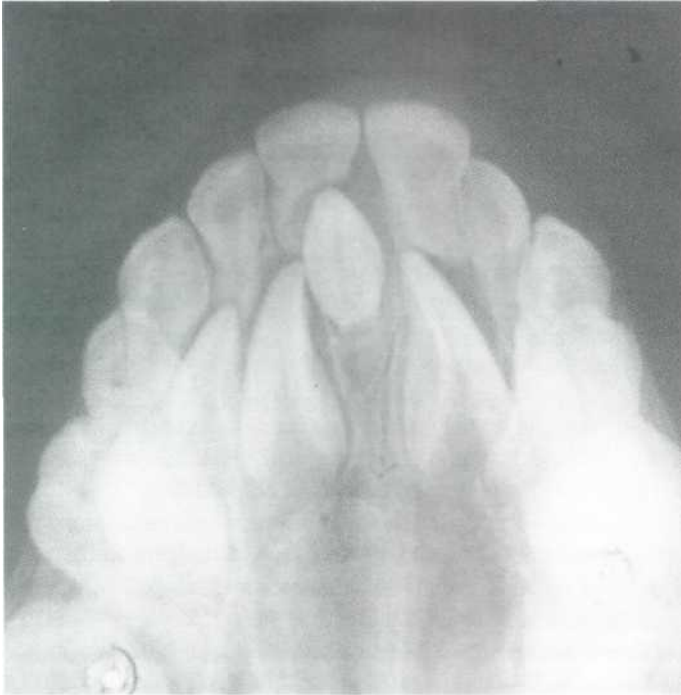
Mesiodens en dentición temporal (radiografía oclusal del maxilar superior).
